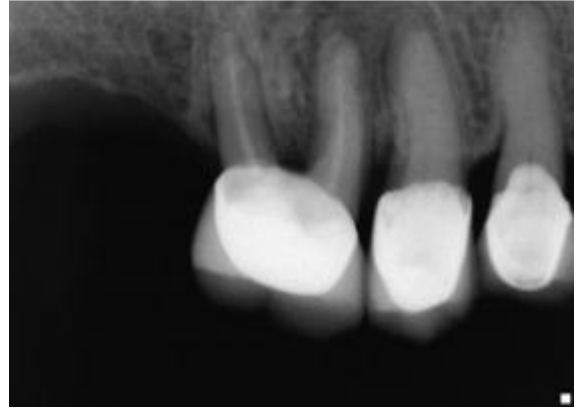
Radiographie péri apicale montrant une atteinte de la furcation de la racine mesio buccal [42]
